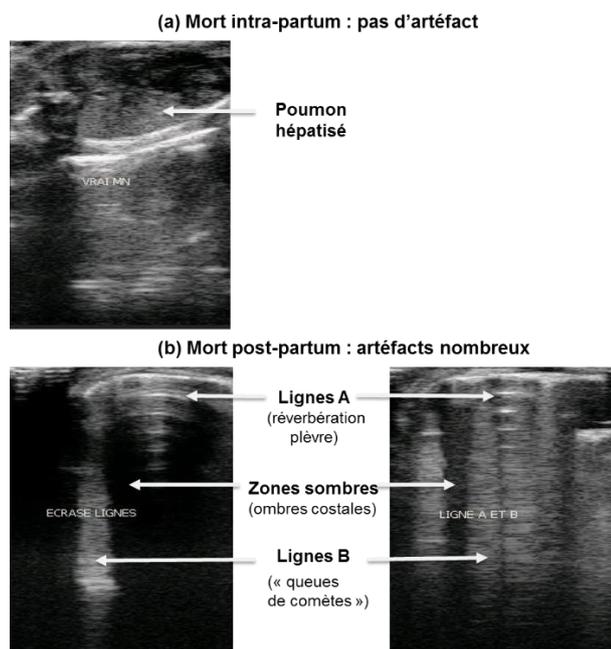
Images échographiques pulmonaires de porcelets morts intra-partum (a) ou morts post-partum (b)
